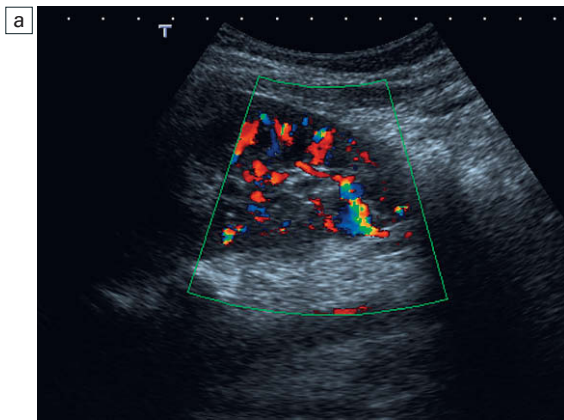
a) Imagen coronal Doppler de flujo en color correspondiente al polo inferior del riñón izquierdo. Se demuestra un vaso no habitual en el polo inferior. b) Al reducir la sensibilidad al color, se identifica más claramente el vaso polar.
